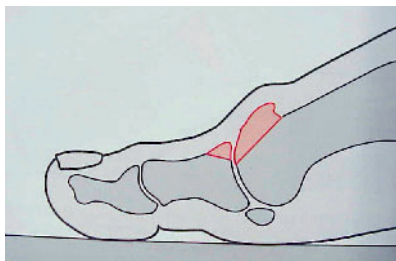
Dorsale Osteophyten im seitlichen Röntgenbild
